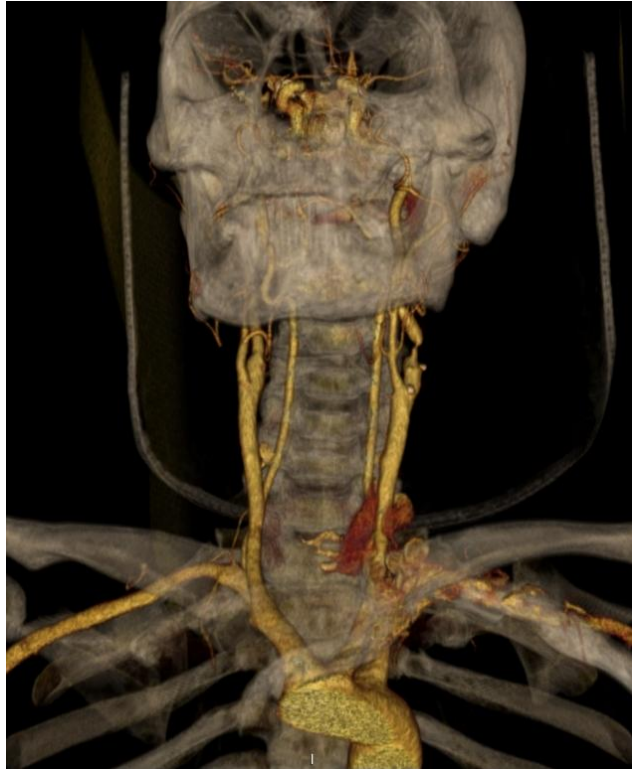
Imagen de estenosis crítica de arteria carótida interna en una reconstrucción de tomografía computarizada.
